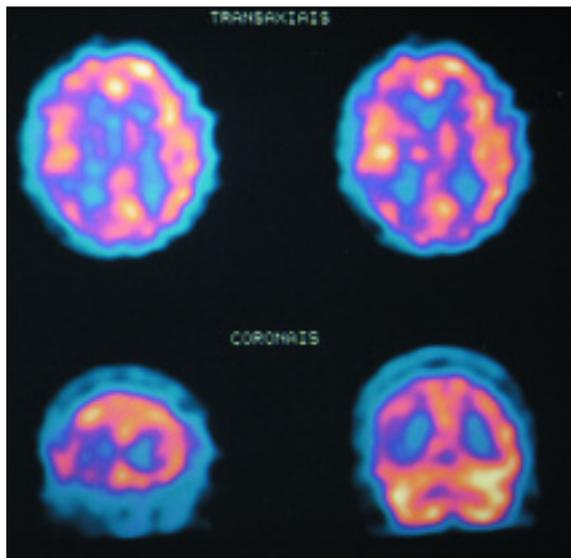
Cerebral SPECT. Scarcely defined areas of abnormal perfusion, more pronounced in the anterior and inferior area of the right frontal lobe, as well as the right parietal and left temporal lobes and the basal ganglion region.
